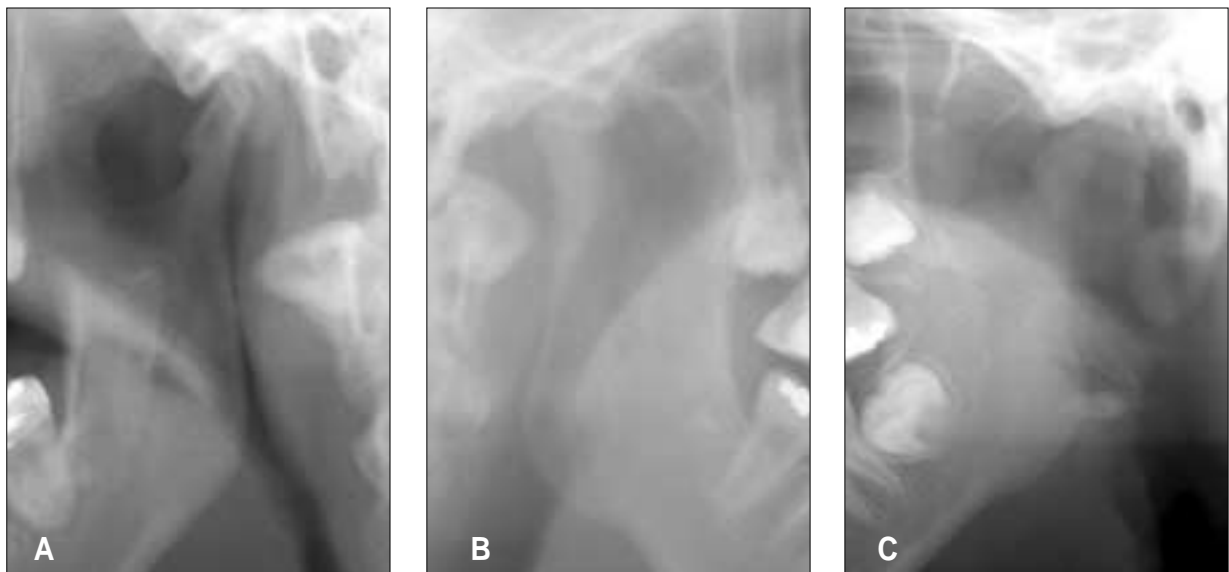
Condylar resorption on preoperative panoramic radiograph (from right, patient 1, 2, 3).
